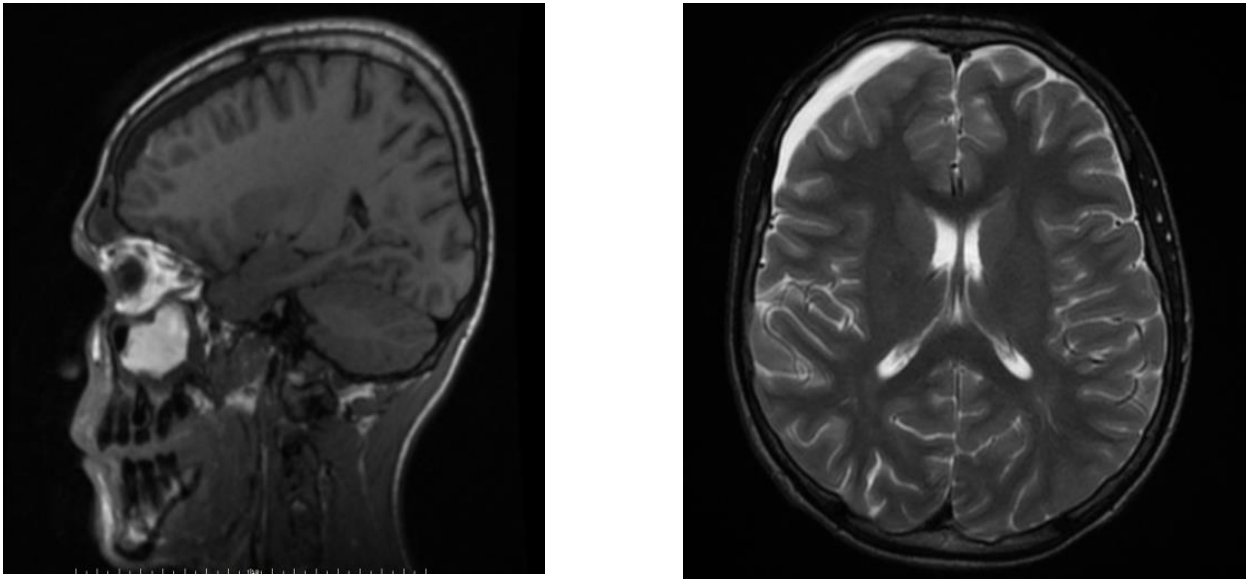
RM de cerebro con contraste intravenoso Gadolinio (T1 y T2): cambios inflamatorios/infecciosos en el seno maxilar derecho con extensión hacia celdillas etmoidales anteriores y al seno frontal derecho y con ocupación subtotal del seno maxilar derecho y del seno frontal derecho e hiperrealce mucoso. Colección extraaxial frontal derecha, de comportamiento líquido, sin signos que sugieran empiema. Sutil afectación morfoestructural del lóbulo frontal derecho, identificándose un discreto engrosamiento de las circunvoluciones frontales anteriores, así como pequeños focos de alteración de la señal de la sustancia blanca subcortical frontal adyacente.
